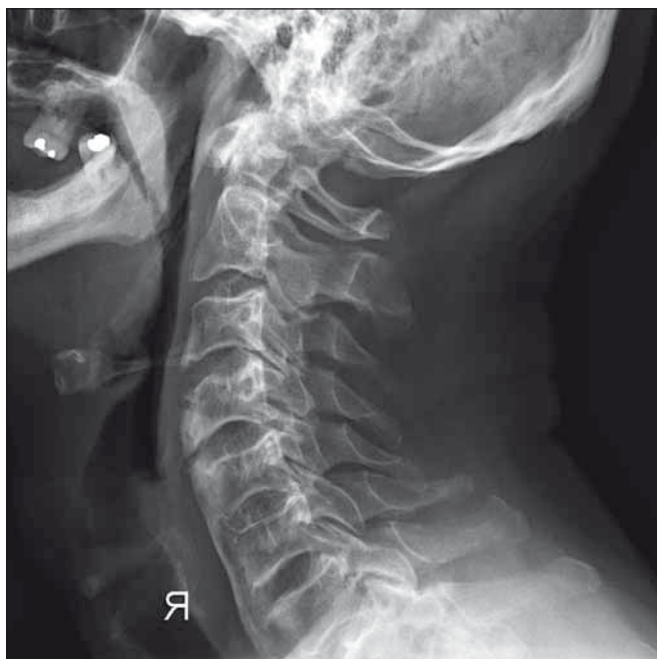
Postoperative X-ray after the ablation of front osteophytes (a case report 2).
